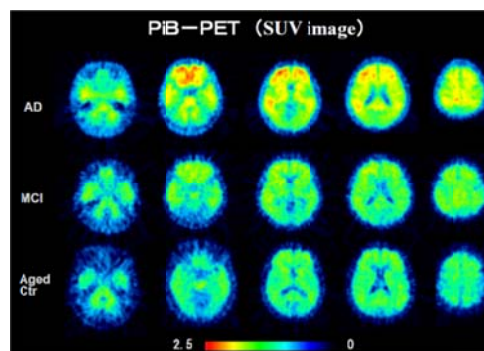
PiB-PET (脳アミロイドイメージング)
